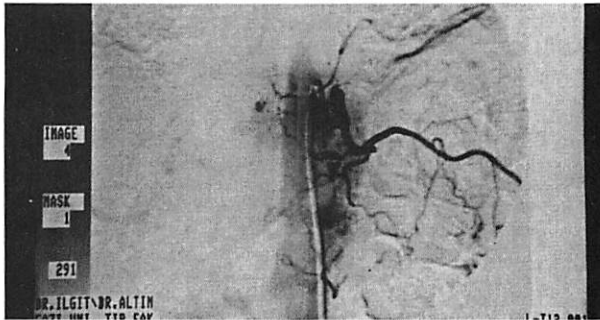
Hastanın spinal anjiografisinde ileri derecedeki dilate venleri torakal düzeyde izlenmekte.
